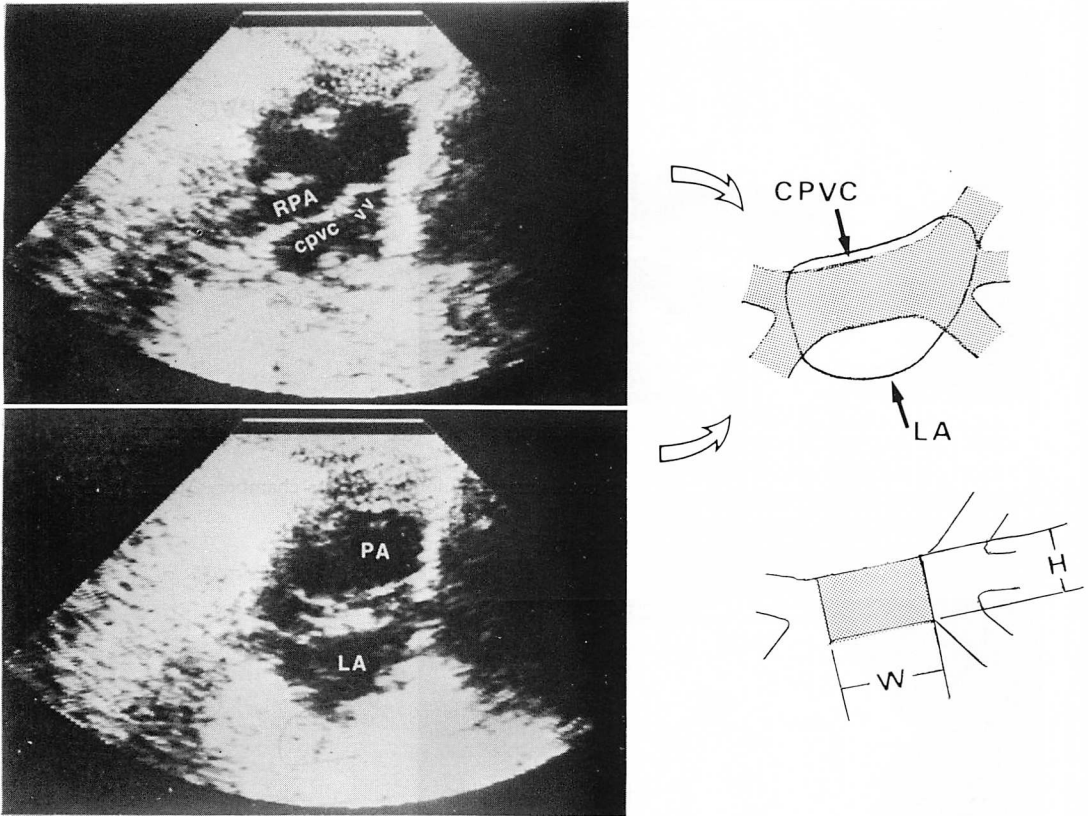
Typical two-dimensional echocardiograms of the right pulmonary artery, common pulmonary venous chamber and vertical vein of type I (left upper panel) and the left atrium (left lower panel), and the outlines of the left atrium and common pulmonary venous chamber (right panel).
